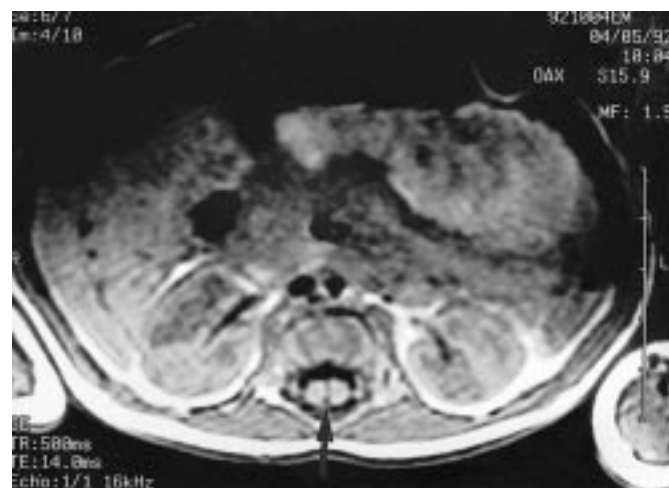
IRM médullaire lombo-sacrée post-natale. Coupe axiale T1.
